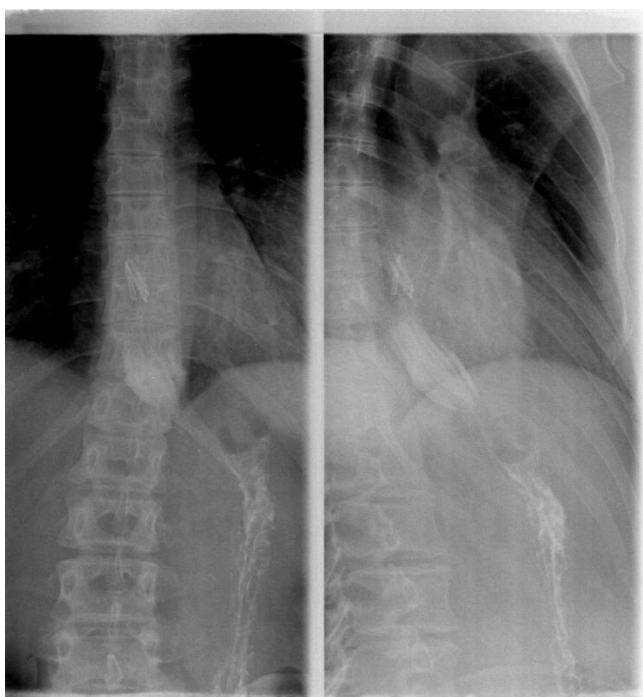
Рентгенограмма 2
